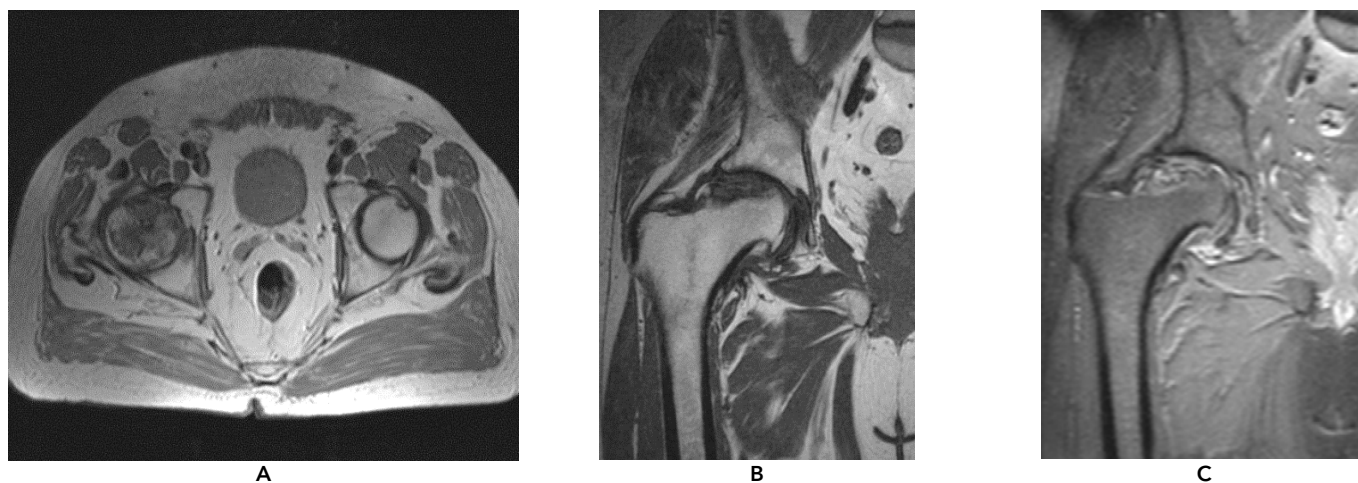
МР-томограммы тазобедренных суставов: А. В аксиальной плоскости на T1-ВИ в правой головке бедренной кости определяется зона дисбарического остеонекроза, охватывающая всю ширину суставной поверхности (А-поражение). В. T1-ВИ в корональной плоскости. С. PD-FS-ВИ в корональной плоскости
